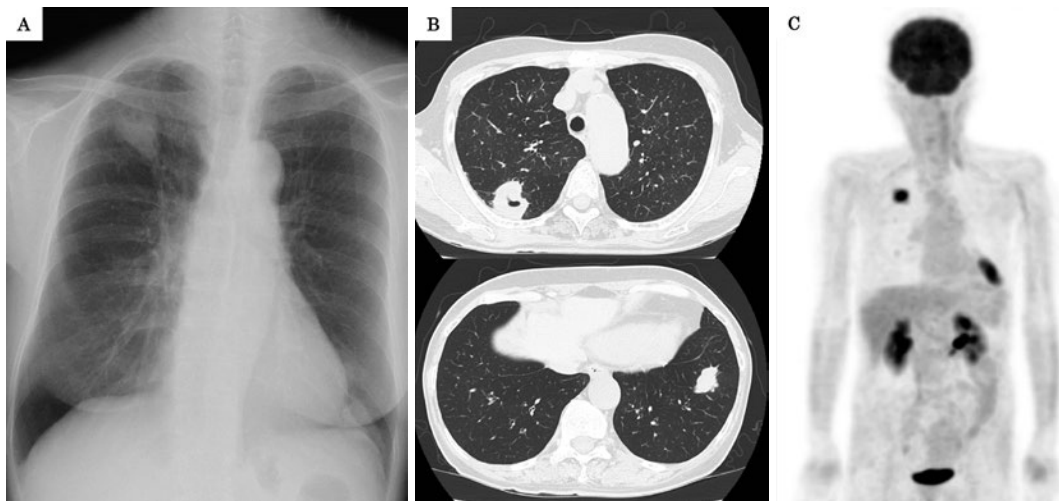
入院時画像検査所見。(A)胸部X線写真。右上肺野、左下肺野にそれぞれ結節影を認める。(B)胸部CT。右肺S²、左肺S⁸にそれぞれ結節影を認め、右肺S²病変は空洞性変化を伴う。(C)FDG-PET/CT。右肺S²、左肺S⁸のいずれの病変ともに比較的強いFDG集積(MAX SUV 8.9)を認める。
